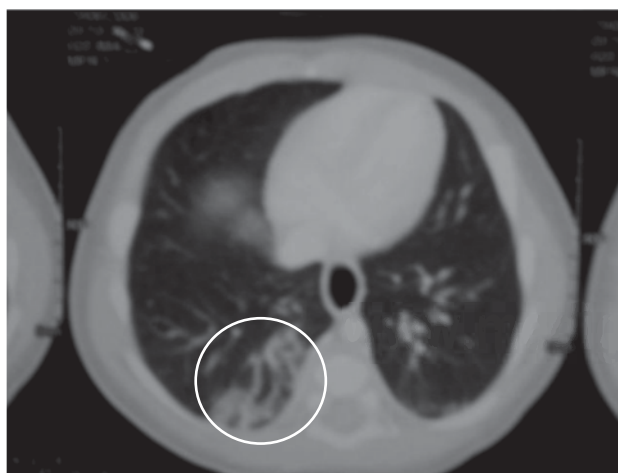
Tomografía toracoabdominal en la que se aprecian imágenes sugerentes de hemangiomas pulmonares.
